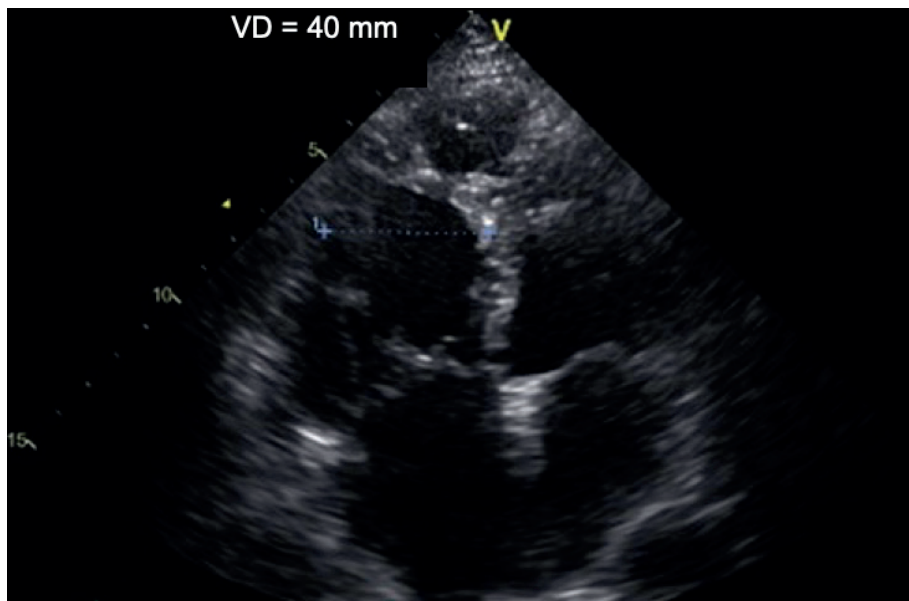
Medida linear do VD seguindo os critérios da Sociedade Americana de Ecocardiografia<sup>34</sup>
